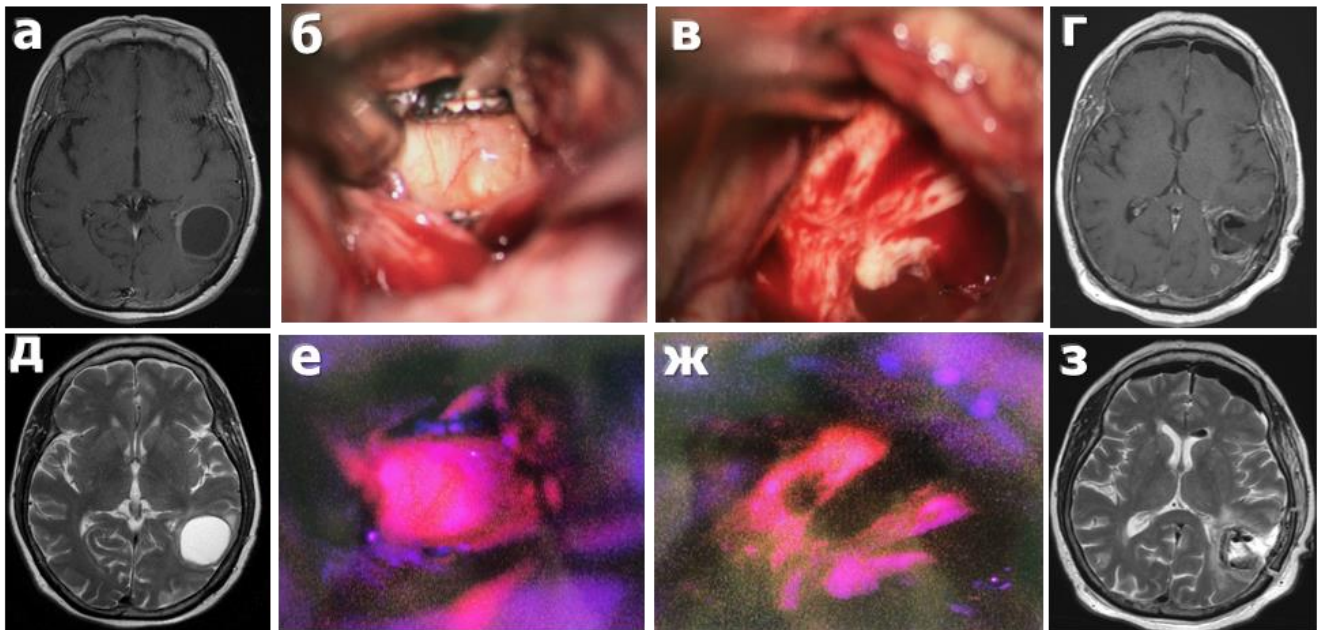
Ж., 67 лет, клиническое наблюдение 38. Флуоресценция у пациента с глиобластомой левой теменно-височной области. А) МРТ аксиальный срез с контрастом до операции в T1 режиме, б) вскрытие просвета бокового желудочка, вид раны с эпендимой желудочка в белом свете, е) - вскрытие просвета бокового желудочка, вид раны с эпендимой желудочка во флуоресцентном режиме, в) проверка полноты резекции перед финальным гемостазом, вид передней стенки полости, в ране визуально мозговая ткань, ж) проверка полноты резекции перед финальным гемостазом, вид передней стенки полости, несмотря на неизмененную мозговую ткань в белом свете, во флуоресцентном режиме отмечается яркое свечение данной зоны, г) МРТ после операции, аксиальный срез с контрастом в T1 режиме, з) МРТ после операции, аксиальный срез в T2 режиме.
